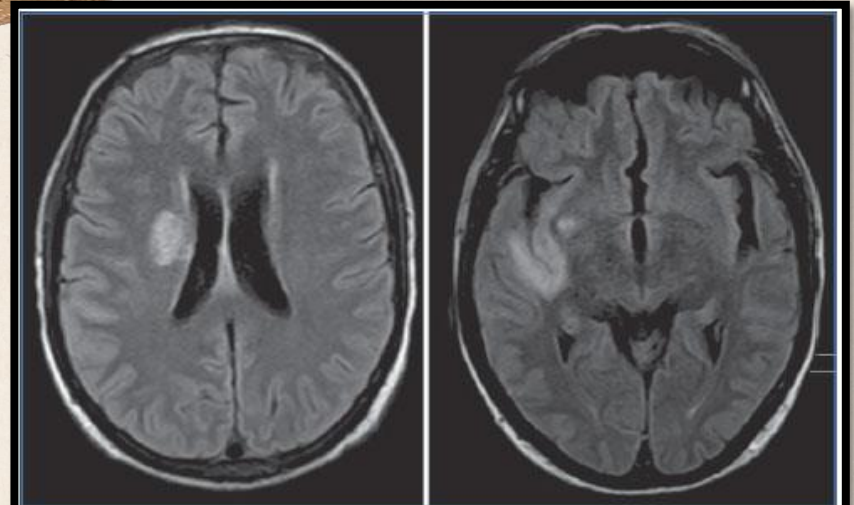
Imagen de resonancia magnética cerebral modo e-FLAIR de paciente con meningitis tuberculosa e infarto en la región lenticular y área insular.
